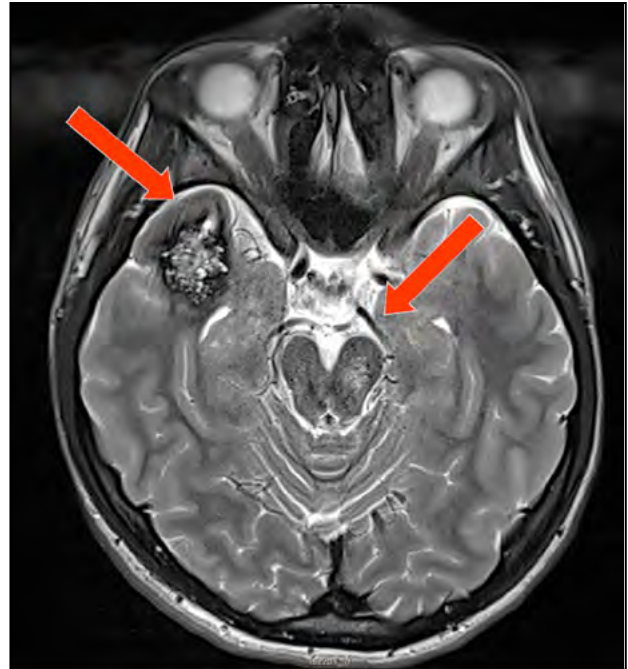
RM cranial que mostra angiomes cavernosos al pol temporal anterior dret i peduncles mesencefàlics (fletxes).
